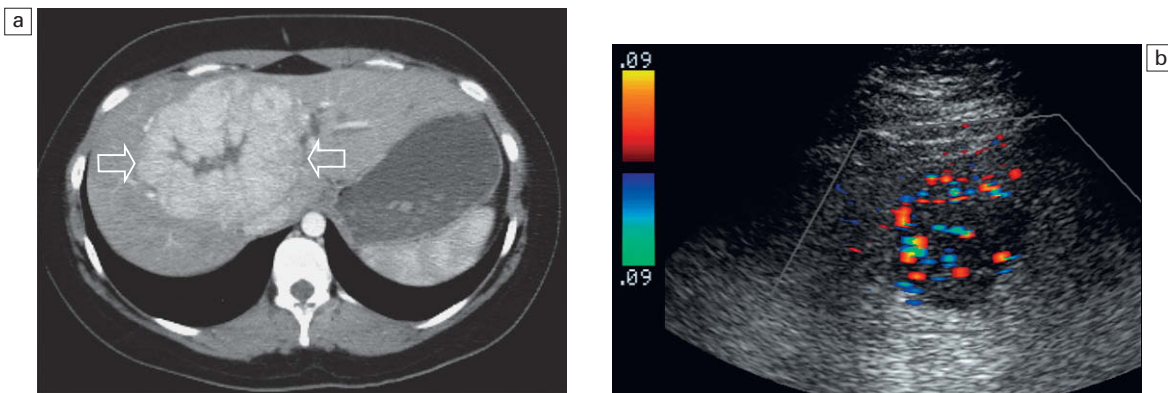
a) Fase arterial de un estudio de TC con contraste en la parte superior del hígado. Resulta evidente una masa redondeada con un realce precoz e intenso y una cicatriz central (flechas). b) El Doppler color de la lesión muestra que debería ser hipervascular. La biopsia confirmó que la lesión era una hiperplasia nodular focal.
